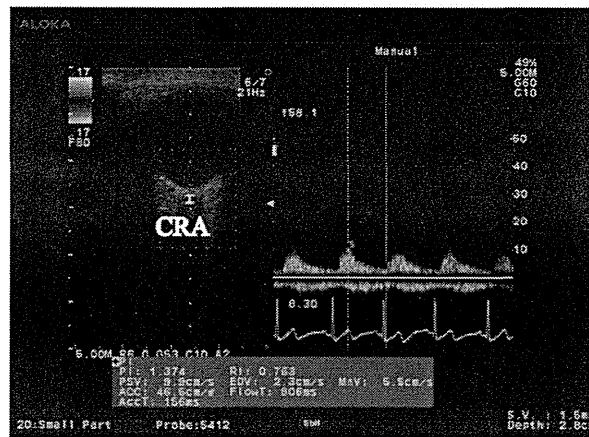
眼球後動脈の超音波測定の様子。エコープローブは 13MHz、リニアタイプを使用。上眼瞼から、眼球を圧迫しないように注意しながら検査を行なう。
